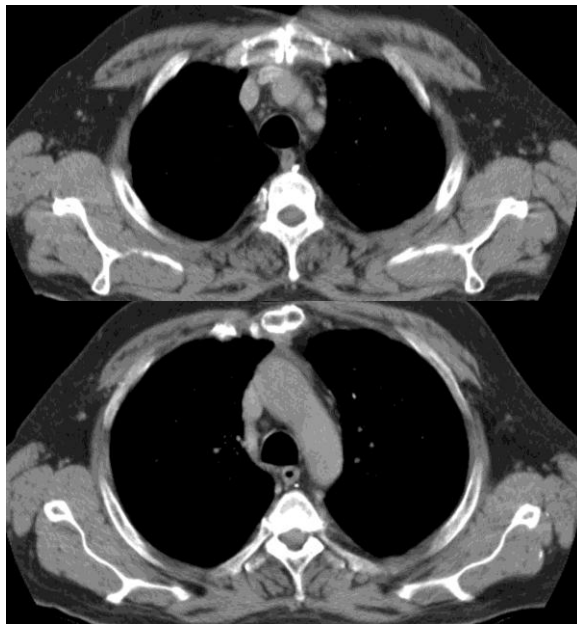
CT postoperator: absența recidivei tumorale și permeabilitatea segmentului venos protezat
